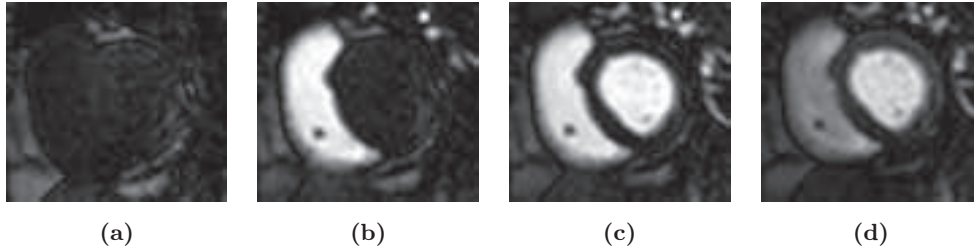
Les 4 phases de la perfusion cardiaque dans des examens IRM-p. (a) Pré-contraste : le bolus n’a pas encore atteint le cœur - (b) Perfusion du ventricule droit - (c) Perfusion du ventricule gauche - (d) Perfusion du myocarde.
